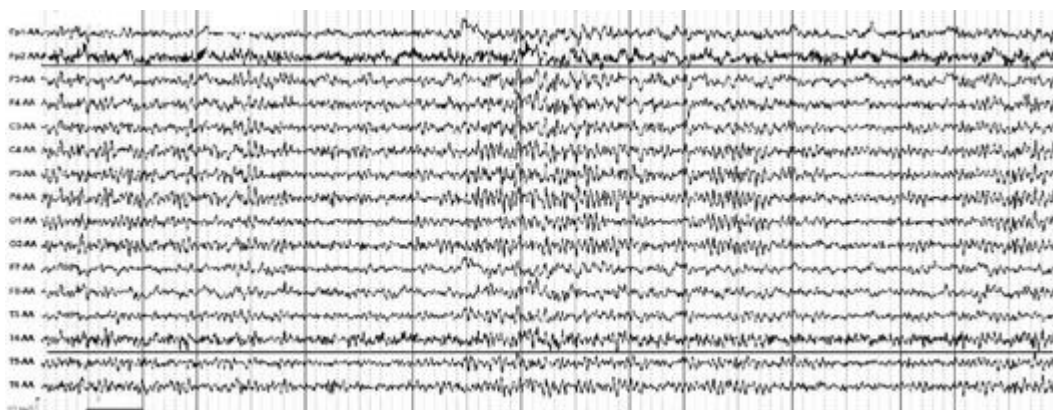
Мужчина, 37 лет. В анамнезе одиночный судорожный тонико-клонический приступ. На электроэнцефалограмме отмечаются очаговая локализация β -ритма в правой лобно-височной области (Fp2, T4), наличие пароксизмального α -ритма и отсутствие модуляции. По данным магнитно-резонансной томографии выявлена опухоль головного мозга
